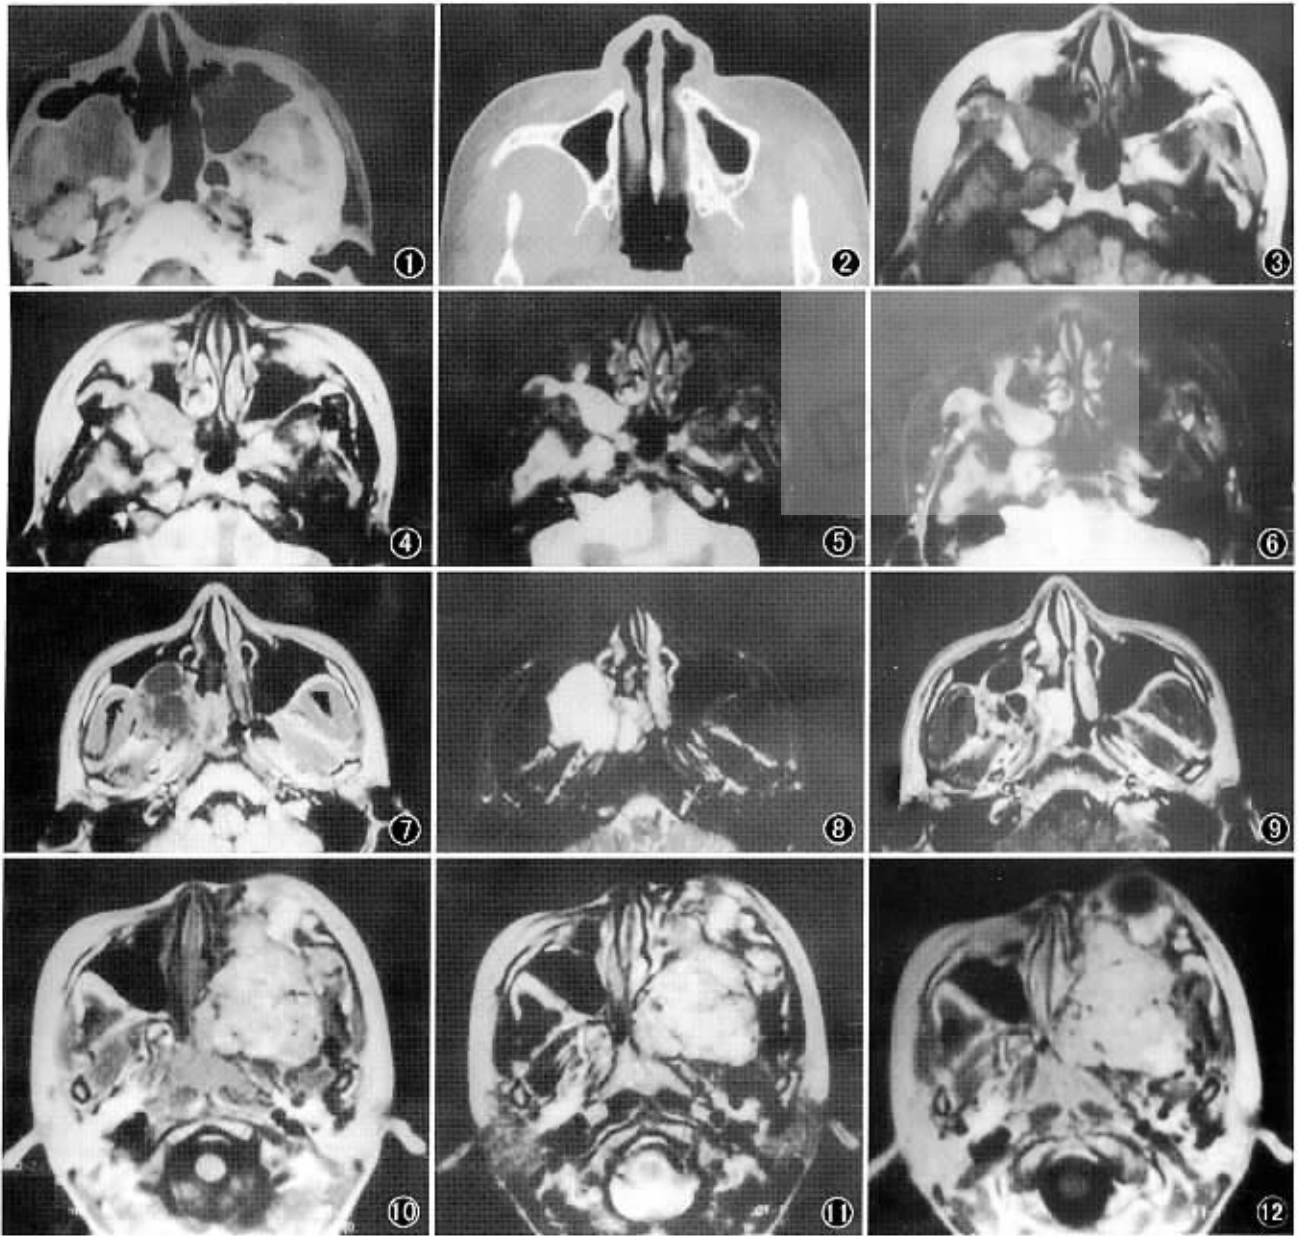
男, 33 岁。右侧翼腭窝神经鞘瘤。横断面 CT 平扫, 示右侧翼腭窝扩大, 充以卵圆形低密度软组织影, 边界清楚, 密度尚均匀, 突入上颌窦和颞下窝, 翼上颌裂扩大, 翼腭窝周边骨质受压变薄, 以前侧显著 图 2~6 女, 23 岁。翼腭窝神经纤维瘤伴发于神经纤维瘤 II 型。横断面 HRCT 检查, 示右侧腭大管向心性扩大, 边缘清晰(图 2); MR 横断面 T₁WI, 示右侧翼腭窝梭形均匀低信号软组织影, 边界清楚(图 3); 横断面 T₂WI, 示病变呈均匀高信号(图 4); 横断面 STIR 示翼腭窝病变边界更清楚, 清楚地显示右侧海绵窦、双侧桥小脑角区、右后齿槽神经纤维瘤(图 5); 脂肪抑制联合增强 T₁WI, 示翼腭窝病变呈均匀强化, 也可清晰地显示以上区域神经纤维瘤(图 6) 图 7~9 同图 1 患者。MR 横断面 T₁WI, 示病变信号不均匀, 中央以多囊状低信号区为主, 周边见厚薄不一的等信号影(图 7); 横断面 T₂WI, 示病变呈高信号, 与脑脊液相似, 边界清楚(图 8); 横断面增强 T₁WI, 示病灶呈不均匀强化, 中央囊状低信号区未强化, 周边及间隔可见强化(图 9) 图 10~12 男, 9 岁。血管纤维瘤。MR 横断面 T₁WI, 示形态不规则的稍低信号病灶, 边界清楚, 可见散在点、条状流空信号, 病变分别通过眶下裂、翼上颌裂、蝶腭孔突入眼眶、颞下窝、左侧鼻腔(图 10); 横断面 T₂WI, 示病灶呈不均匀高信号, 仍可见散在点、条状流空信号(图 11); 增强后横断面 T₁WI, 示病变呈不均匀的强化(图 12)
